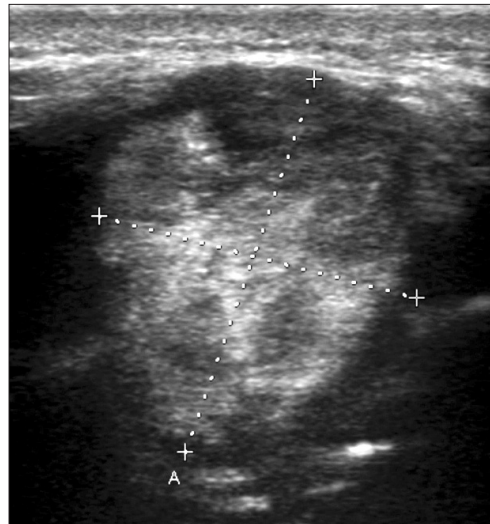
Pre-operative salivary gland sonography. Ovoid shaped well-defined heterogeneous mass (2.8 cm×2.5 cm×3.9 cm) with increased blood flow in right buccal space.
